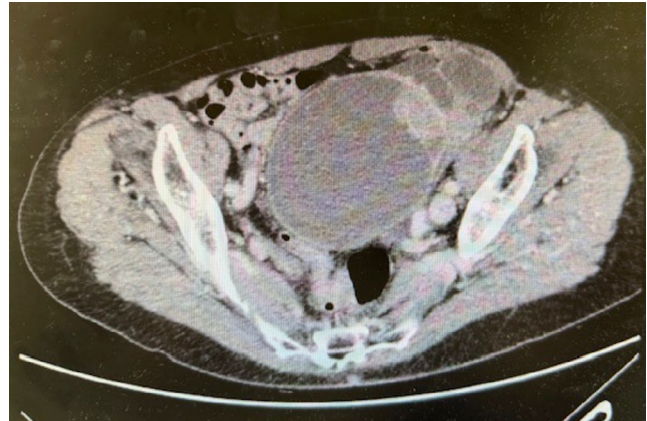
Imagen radiológica de TAC de masa anexial izquierda sospechosa de cistoadenocarcinoma, con adenopatías pélvicas y paraaórticas.
